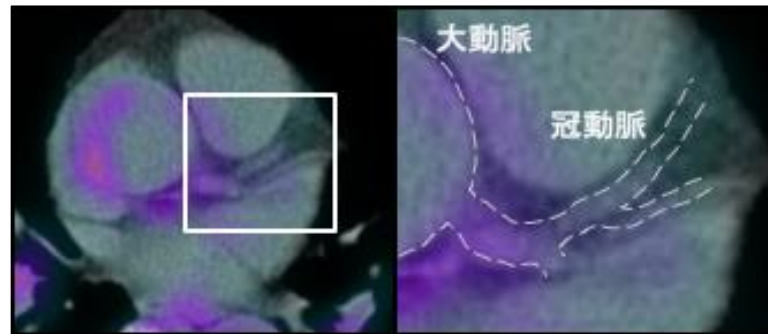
薬物治療後の ^{18}F -FDG PET/CT における病変部位の炎症性変化の改善
